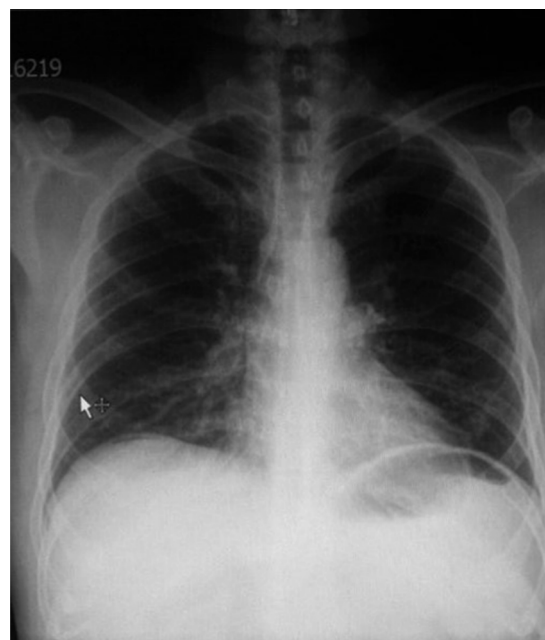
Radiografía de tórax anteroposterior dentro de parámetros normales.
